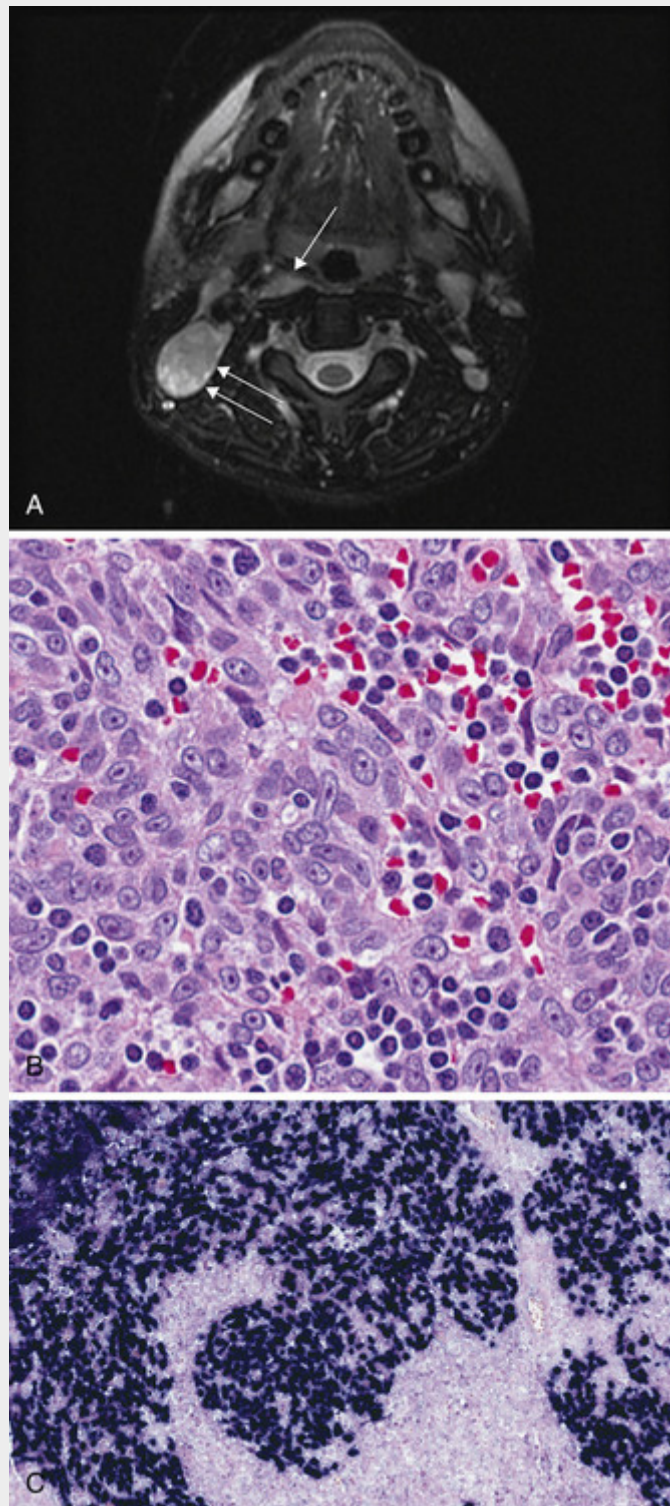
Carcinoma de nasofaringe, tipos indiferenciados A, Estudos de tomografia computadorizada demonstrando o espessamento da região nasofaríngea (*seta*) e um linfonodo cervical aumentado (*seta dupla*). B, O agrupamento sincicial do epitélio está envolto por linfócitos. C, Na hibridização *in situ* para EBER-1, um pequeno RNA nuclear decodificado pelo EBV.
